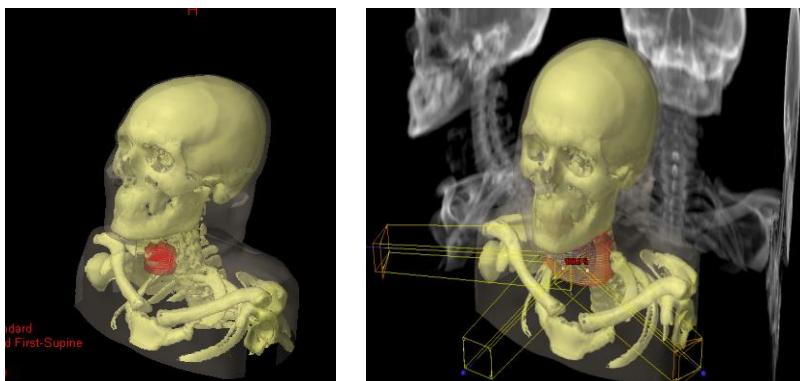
Вокセルна КТ-анатомічна модель та синтез додаткових КТ-анатомічних проекцій у системі EclipseTM
